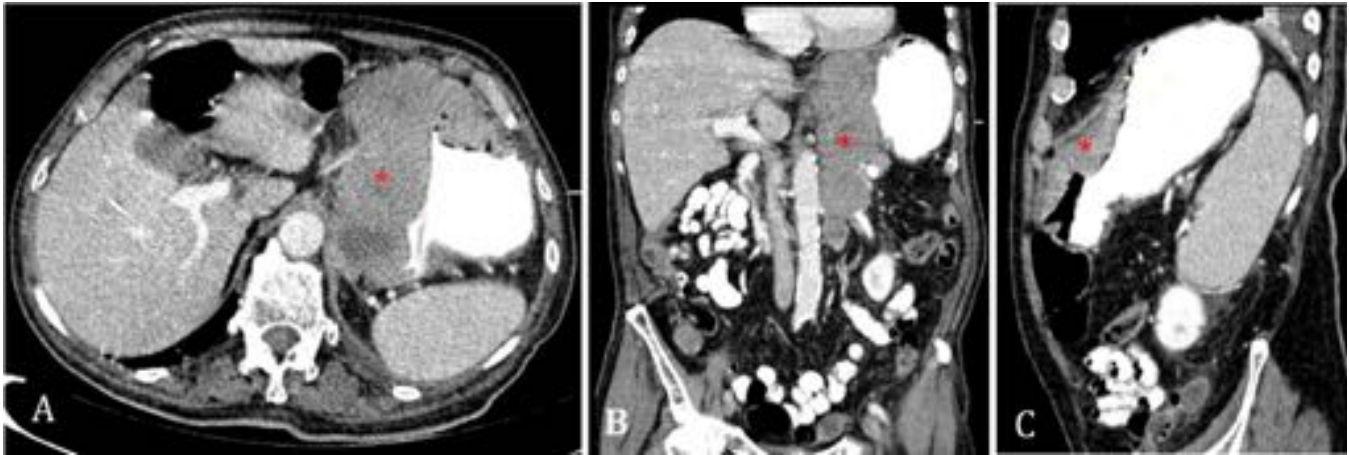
Varón de 83 años. TC abdominopélvico con CIV y oral en plano axial (A), con reconstrucciones en plano coronal (B) y sagital (C). Engrosamiento irregular de la pared de la curvatura mayor/ antro gástricos. Síndrome linfoproliferativo compatible con Linfoma T gástrico.
